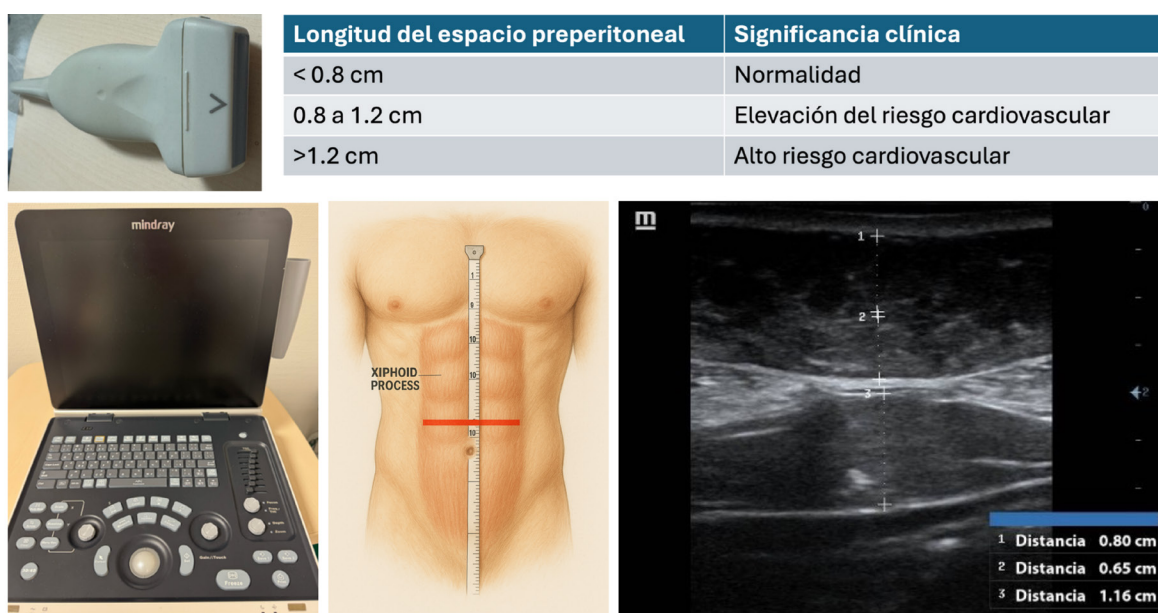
En la parte superior izquierda sonda lineal para la realización de la técnica. En la parte inferior visualizamos ecógrafo Mindray Z50 con preset de de musculoesquelético. En el centro visualizamos el punto de colocación de la sonda a mitad de distancia entre el apéndice xifoides y el ombligo. En la derecha, visualizamos la imagen de ultrasonidos donde visualizamos la línea alba y a cada lado los rectos anteriores del abdomen. En la parte inferior el tejido preperitoneal que encontramos aumentado en pacientes con alteración de la HbA1c y dislipemias. En la parte superior los valores posibles.
